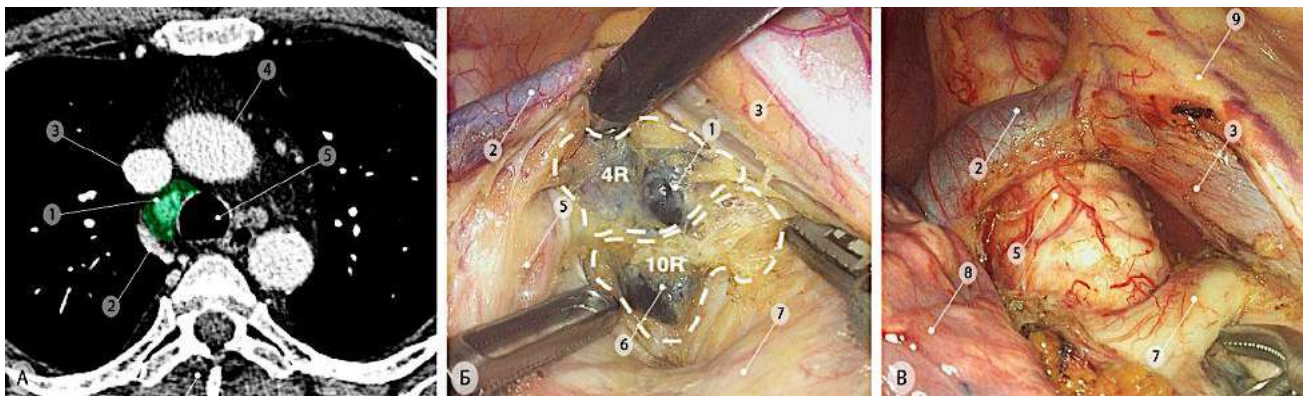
Трахеобронхиальная и нижняя паратрахеальная лимфодиссекция, правые верхние корневые (группа 10R) и нижняя часть правых нижних паратрахеальных (группа 4R) лимфоузлов отмечены зелёным цветом. а – компьютерная томограмма (аксиальная проекция); б – интраоперационная эндоскопическая фотография, вид из правой плевральной полости на трахеобронхиальную зону с лимфоузлами 10R (правые трахеобронхиальные) и 4R групп; в – интраоперационная эндоскопическая фотография, окончательный вид на нижнюю треть грудного отдела трахеи после моноблочного удаления правых нижних паратрахеальных и претрахеальных лимфоузлов. Пунктирной линией показаны границы удаляемых блоков лимфоузлов с окружающей жировой клетчаткой. 1 – правые нижние паратрахеальные лимфоузлы (группа 4R); 2 – дуга непарной вены; 3 – верхняя полая вена; 4 – восходящая часть дуги аорты; 5 – трахея с сохраненными субадвентициальными сосудами; 6 – правые верхние корневые и правые трахеобронхиальные лимфоузлы с окружающей клетчаткой (группа 10R); 7 – передний артериальный ствол; 8 – верхняя доля правого лёгкого; 9 – правый диафрагмальный нерв
